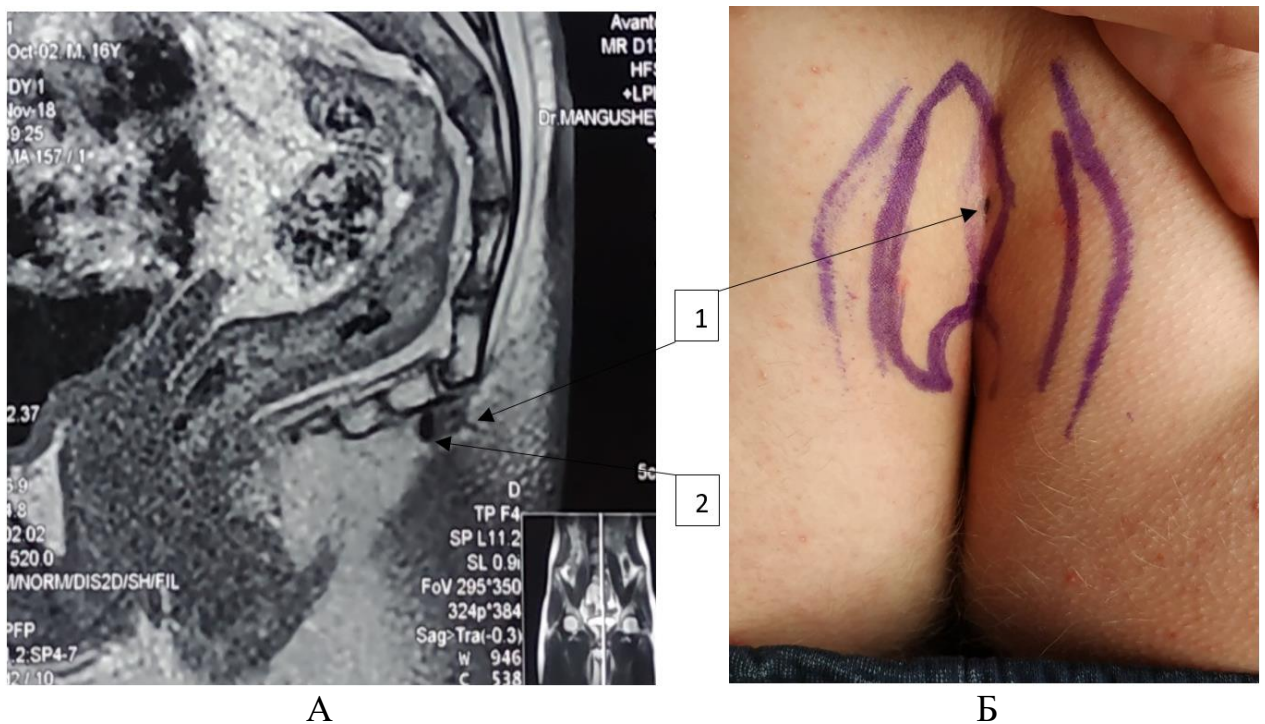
Хворий Н., вік 16 р., МКСХ №14633. Д-з: Пілонідальна хвороба. А – МРТ скан, Б – загальний вигляд ККД (1 – зовнішній норицевий отвір, 2 – ПК).
